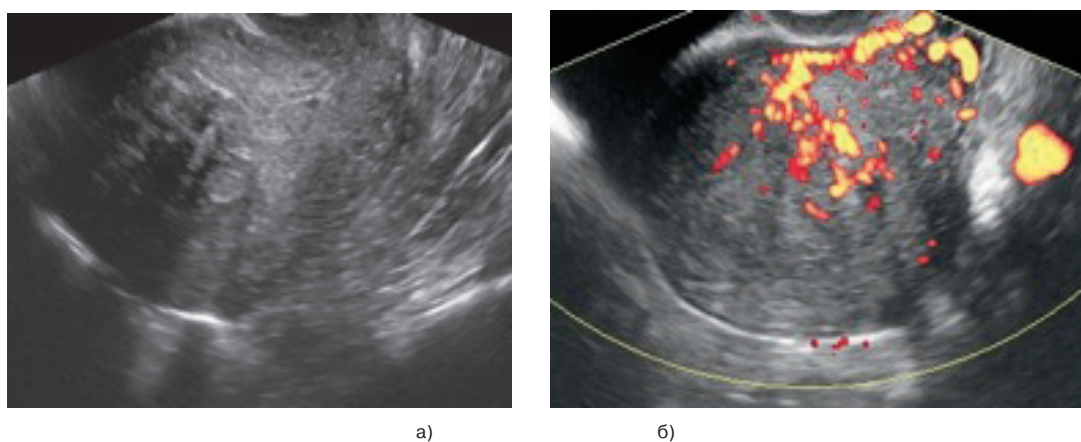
(а, б) ТВУЗИ а) режим серой шкалы б) энергетическое картирование. Рак эндометрия III стадия. Эндометрий резко утолщен неоднороден. Определяется внутриопухолевый кровоток и усиление эндометриального кровотока.
